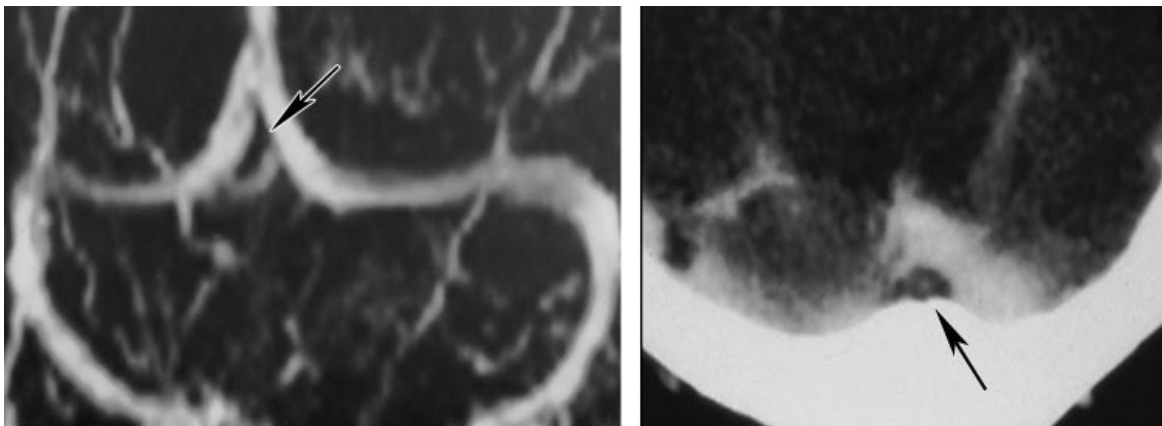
"Empty delta sign" (Pfeile) als Kontrastmittelaussparung im SSS; Das linke Bild zeigt eine Gadolinium KM verstärkte T1w MRT-Sequenz (aus [35]), das rechte Bild ein KM verstärkte CT-Untersuchung, das zusätzlich ein Infarktareal im linken Paritallappen und ein ICH im linken Frontallappen zeigt.
